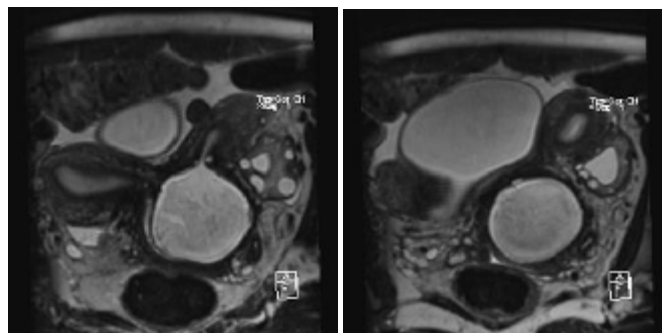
IRM a cavității bazinului mic, secvența în ponderație T2W tse în plan axial oblic prezintă uterul didelphys, hematocolposul stâng (conținut hemoragic) poziționat posterior de vezica urinară
